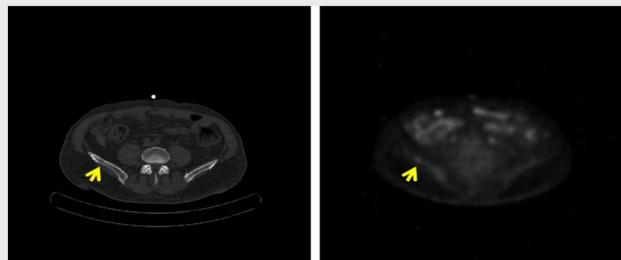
PET-TAC de reevaluación, donde se objetiva progresión ósea a nivel ilíaco derecho (flecha amarilla), sin evidencia de enfermedad en otras localizaciones.
